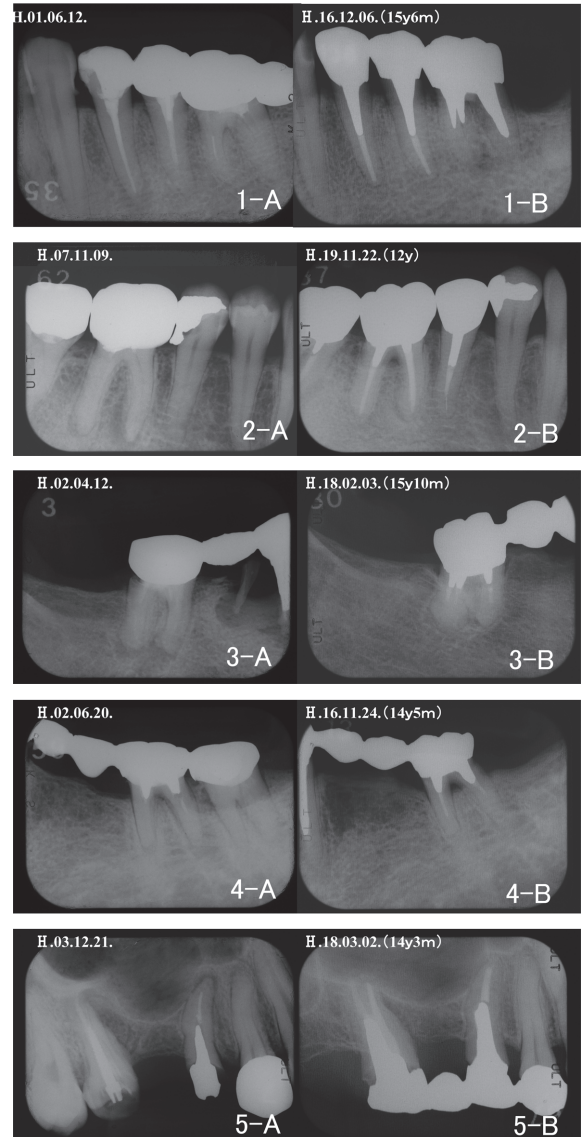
X線写真による判定基準, 判定1: 治癒(1-A; 術前(4), 1-B; 15年6か月後), 判定2: 病変の縮小(2-A; 術前(6), 2-B; 12年後), 判定3: 病変の不变or憎悪(3-A; 術前(7), 3-B; 15年10か月後), 判定4: 二次齲蝕により抜歯(4-A; 術前(6), 4-B; 14年5か月後), 判定5: 根尖病変憎悪により抜歯(5-A; 術前(7), 5-B; 14年3か月後)
